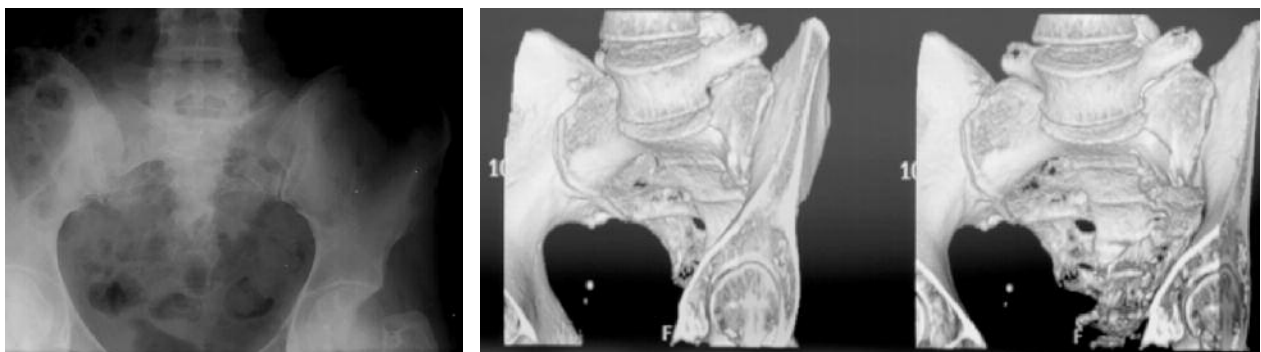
(a) Anteroposterior radiograph of the pelvis and (b) 3D reconstruction of pelvis CT images showing displaced left alar fracture resulting in impingement of the L5 root.
